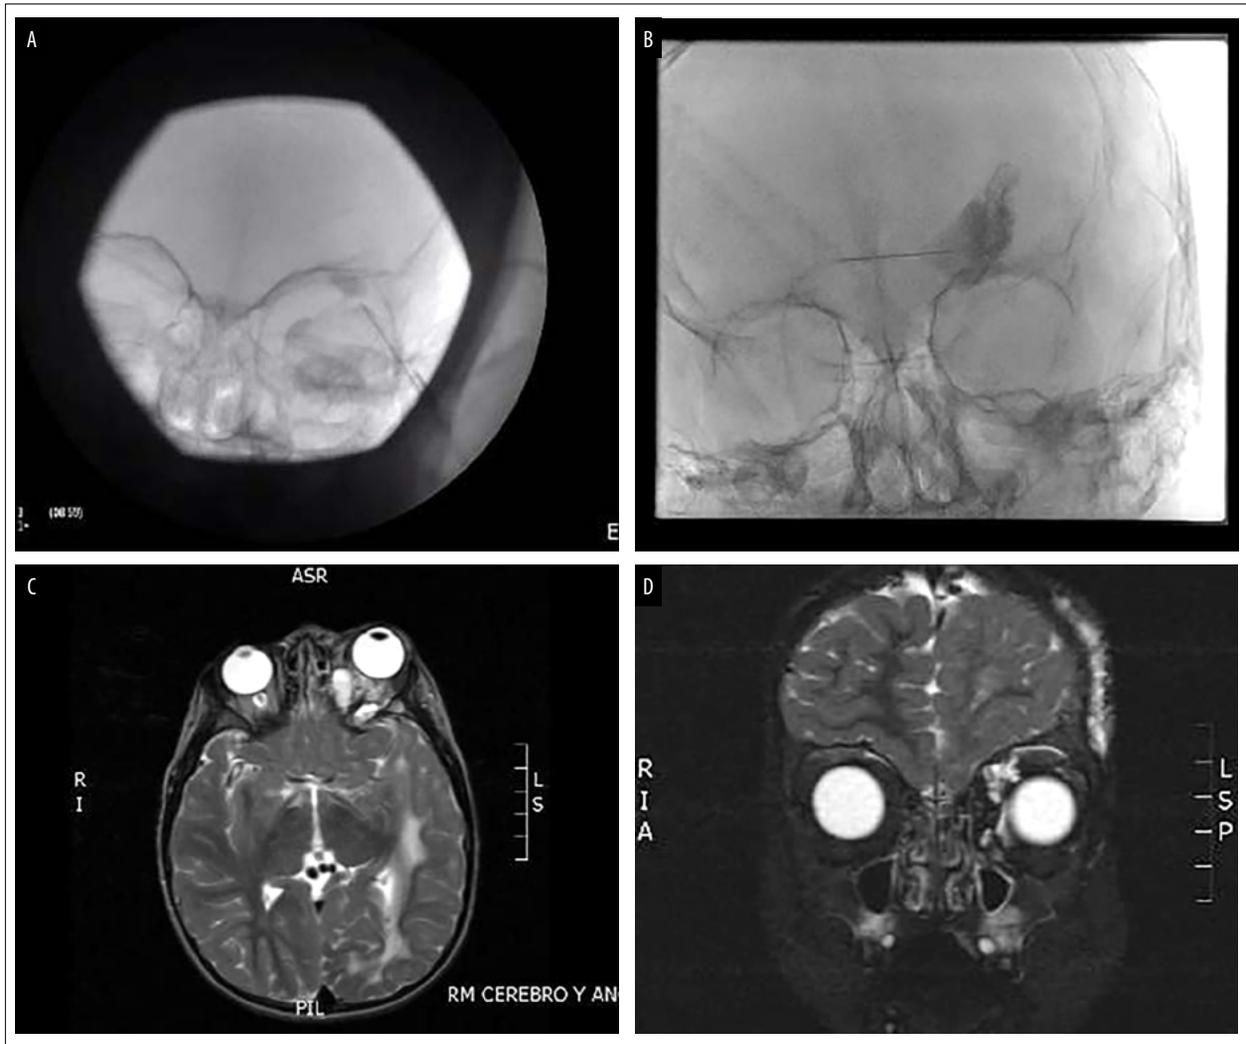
A y B) Escleroterapia con control radiológico realizado. C y D) Resonancia magnética control (corte sagital y coronal respectivamente) de paciente con malformación venolinfática en órbita, párpado superior y región supraciliar. Recibió tratamiento con escleroterapia y retratamiento a los 4 años, asociado a fístula arteriovenosa dural tratada, cavernoma supratentorial, malformación venolinfática microquistica en paladar y mejilla izquierda.
